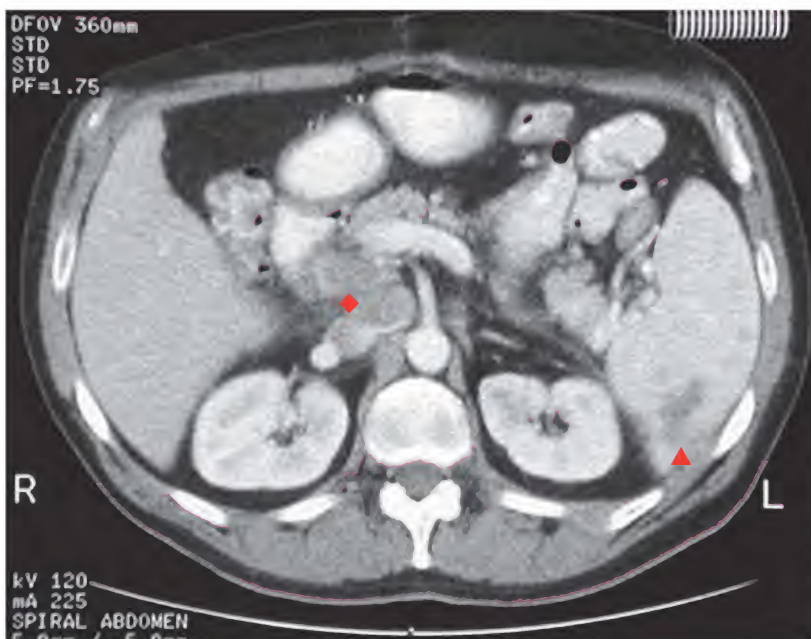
Linfoma de Hodgkin, tomografía computarizada
